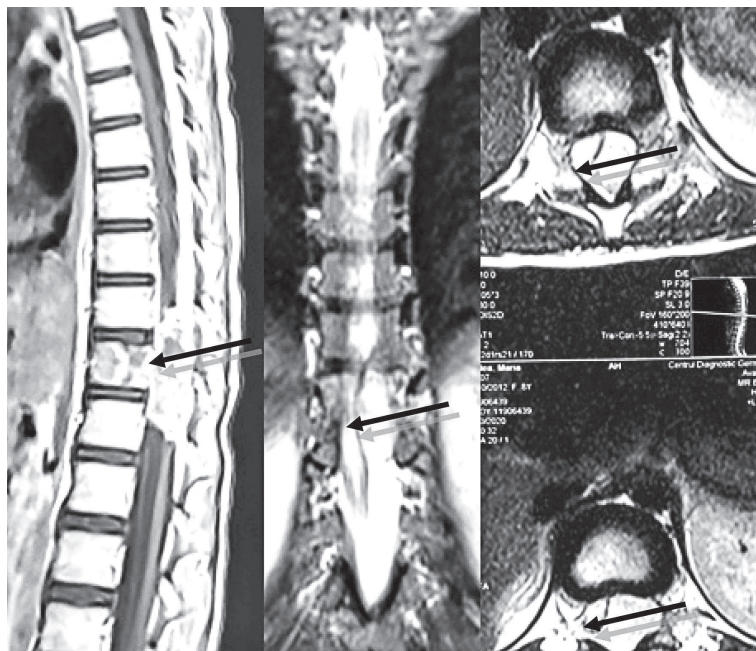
RMN toracal +contrast
